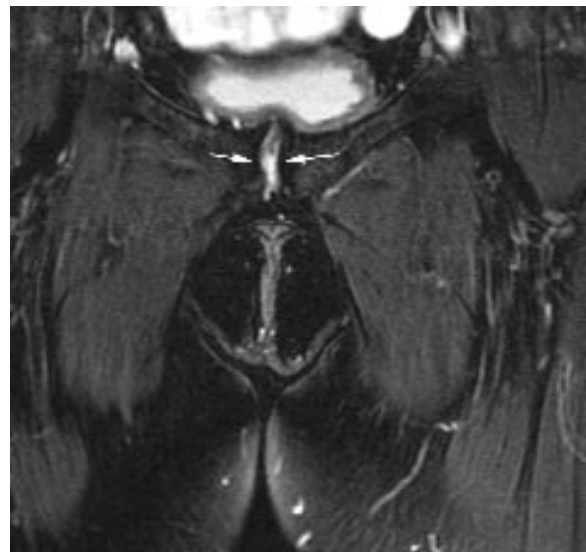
Fente centrale : IRM en coupe frontale pondérée en T2 : cavitation du ligament interpubien (flèche).
